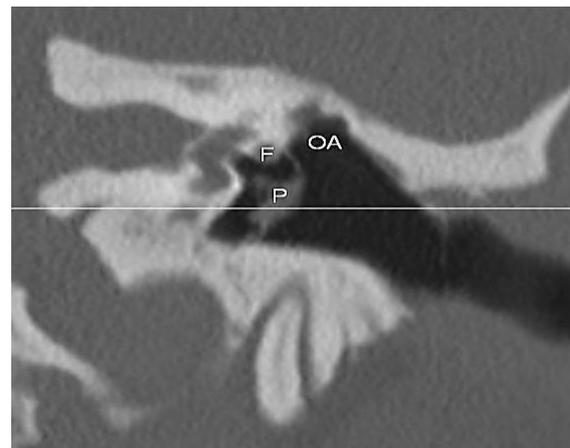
Oreille gauche : TDM : coupe coronale suite à une chirurgie endoscopique à cavité ouverte du cholestéatome. La membrane tympanique est reconstruite jusqu'au niveau du segment horizontal du nerf facial (FN) ; l'attique est laissé ouvert (OA)
